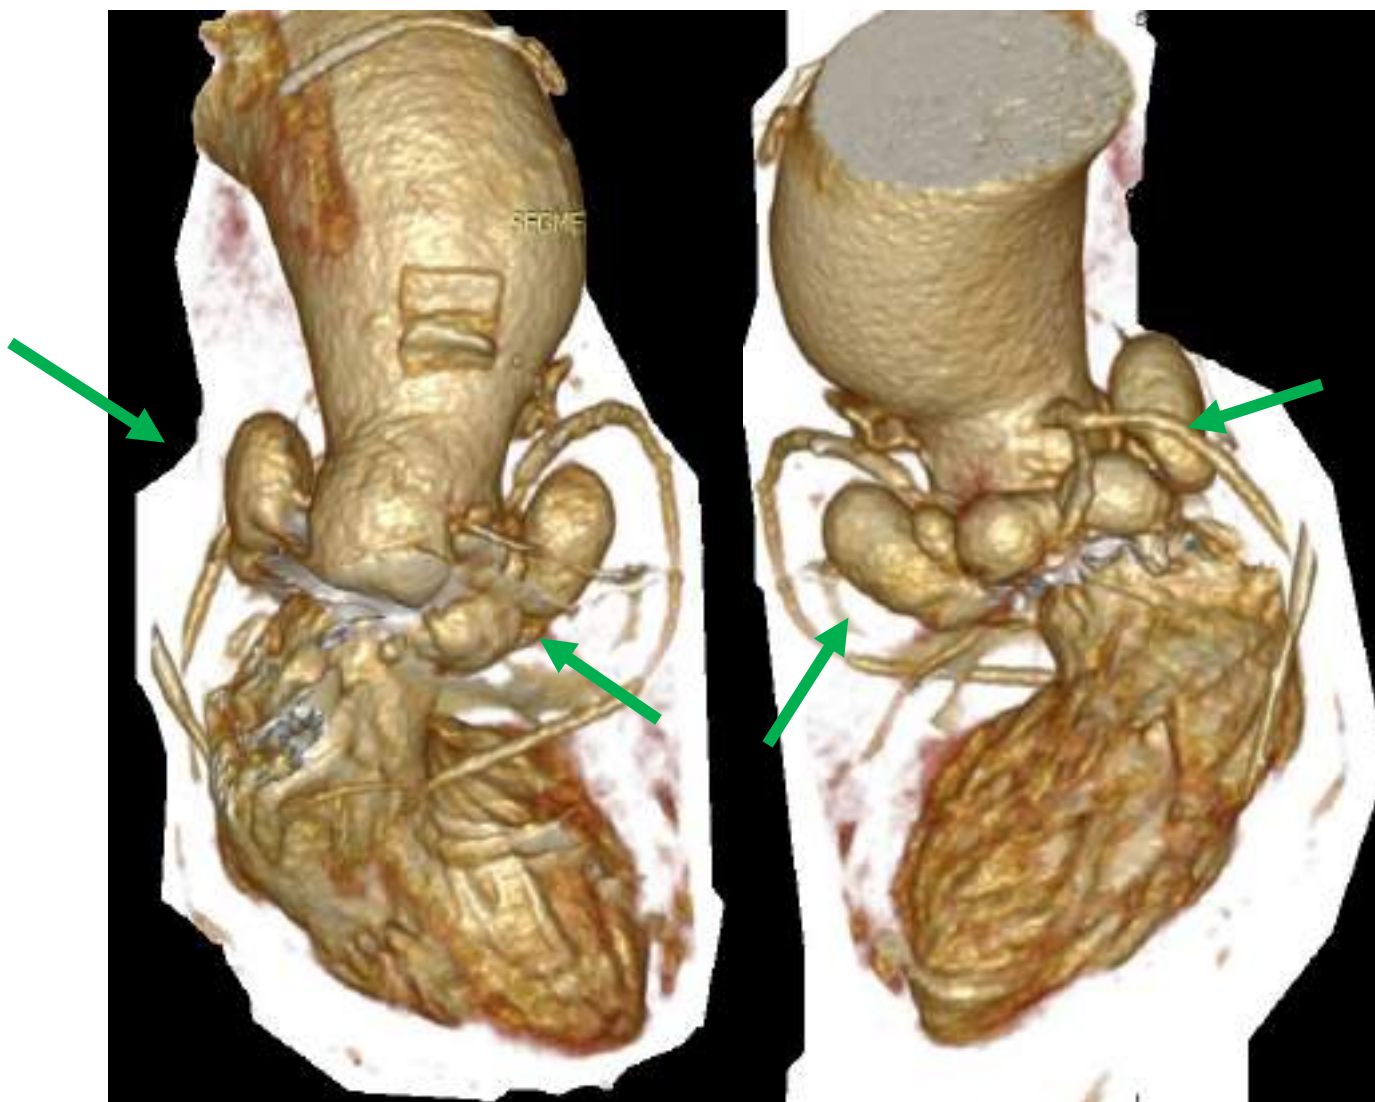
КТ серця та аорти з контрастуванням (пацієнт К., 61 р., ІХ 5682, 2019 р.). На 3D реконструкції інфекційного ендокардиту ПАК у проекції кореня аорти візуалізуються множинні періанулярні абсцеси (зелені стрілки) з порушенням аорто-лівошлуночкового з'єднання та дисфункцією протеза; аневризматичне розширення висхідної аорти
